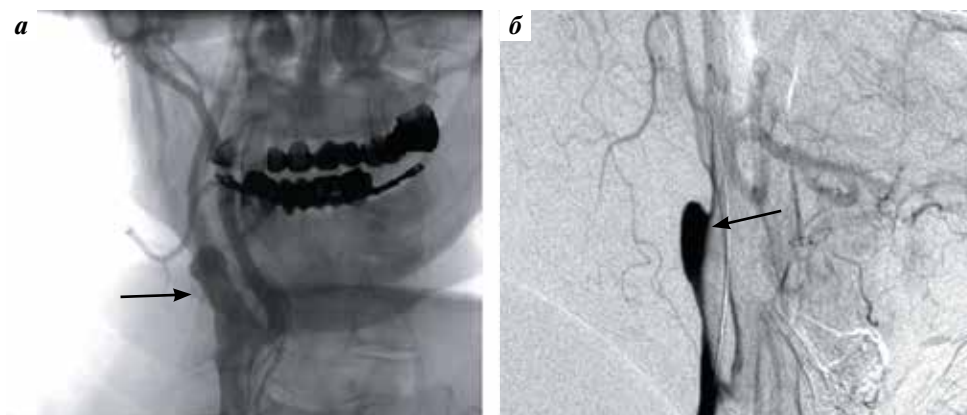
Интраоперационная рентгеновская ангиография: а — установленный стент Casper (стрелка). Визуализируется заполнение контрастным веществом дистальных артерий; б — стагнация контрастного вещества в полости аневризмы (стрелка)
